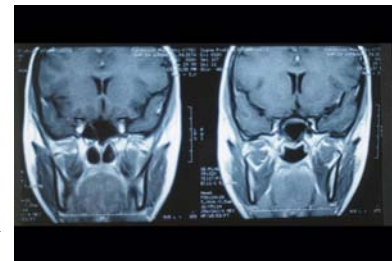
RMN después de la 2da cirugía. Senos esfenoidales libres.
